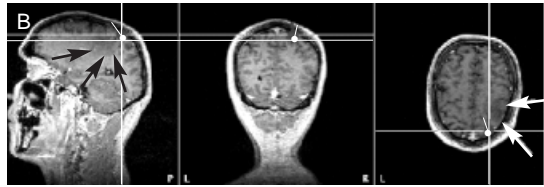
(A) La sovrapposizione del potenziale motorio alla RM del paziente in esame. (B) Lo spostamento del potenziale causato dalla lesione.
